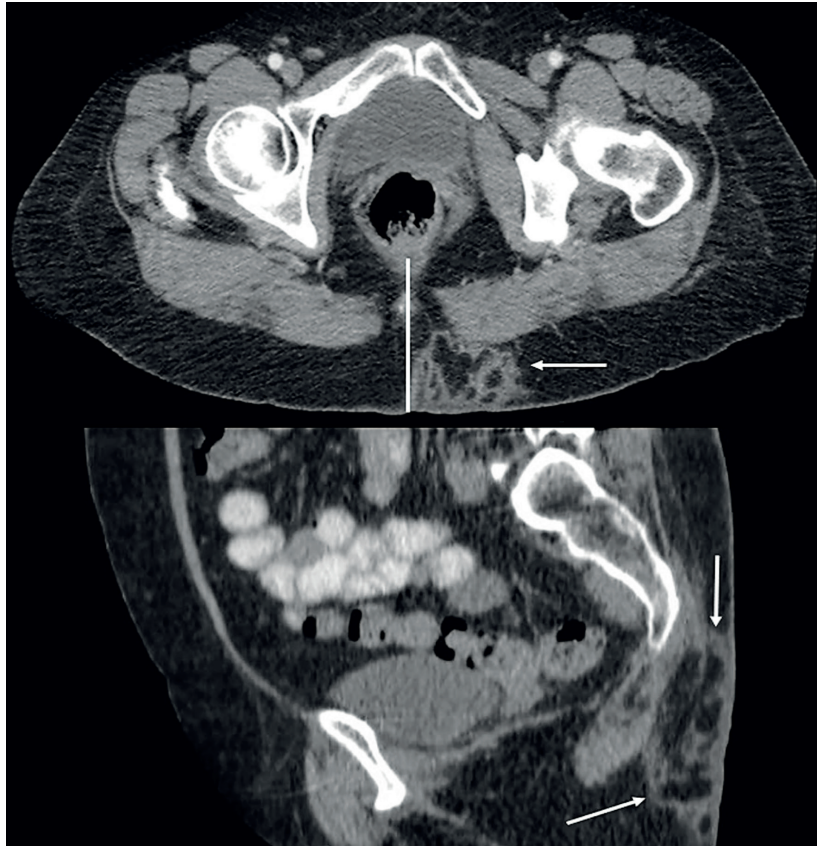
Imagen de la tomografía computarizada en proyección axial y sagital donde se muestra con las flechas la metástasis por arriba del plano muscular de aspecto septado. Fuente: Fotografía tomada de las imágenes diagnósticas por los autores.
